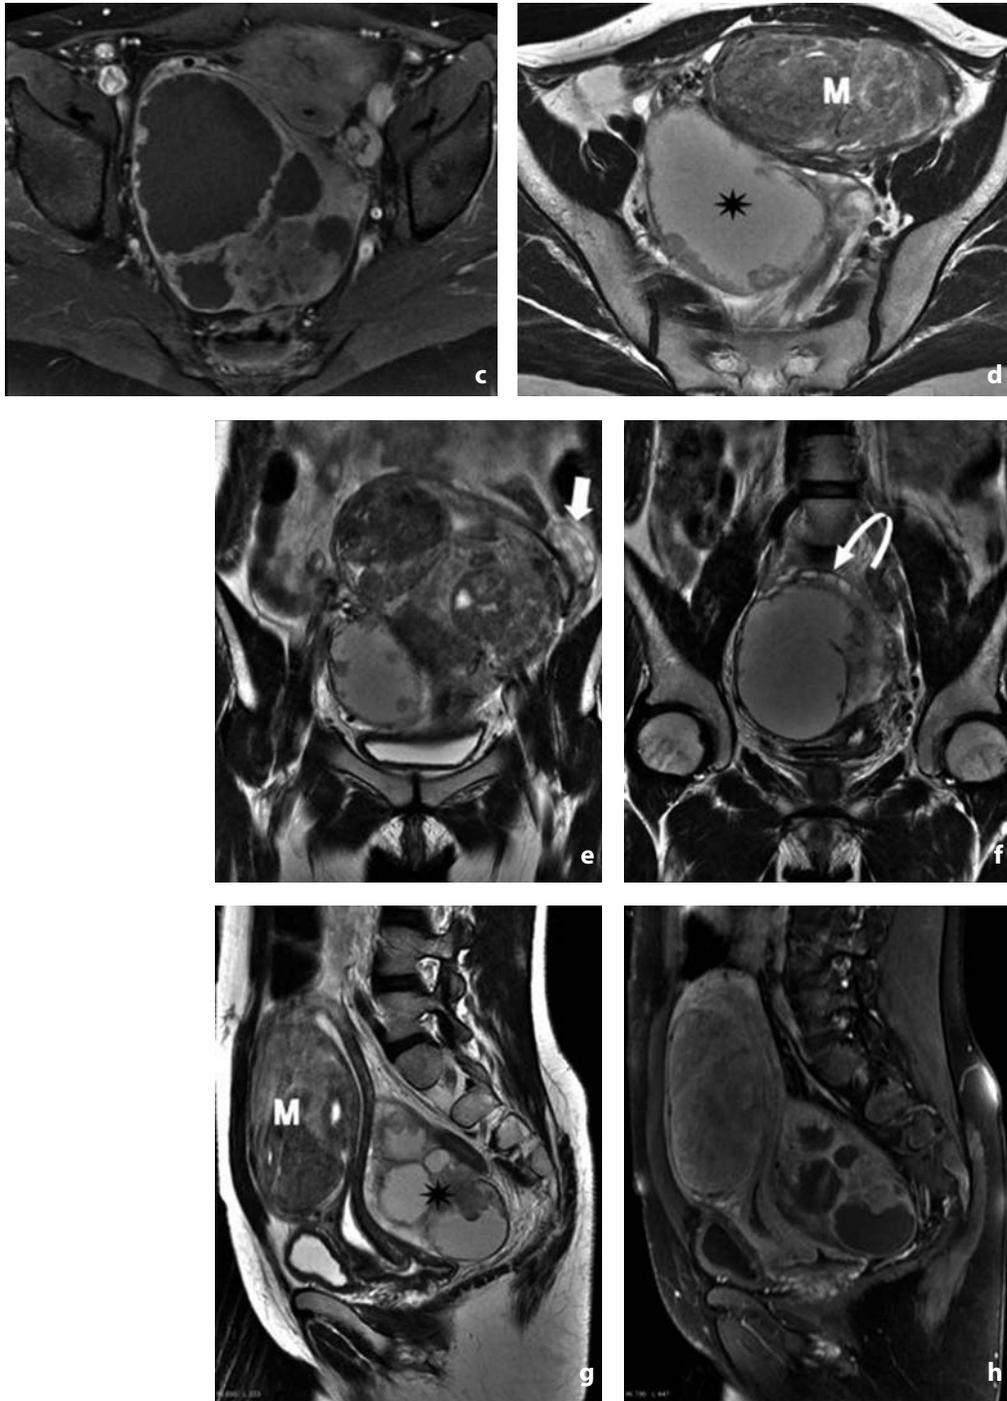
Risonanza magnetica. Adenocarcinoma a cellule chiare. a RM sequenza assiale T2 pesata: lesione espansiva annessiale destra, di 12 cm, polilobata, a contenuto fluido (asterisco) con segnale intermedio-alto, irregolari sepimentazioni interne e nodulazioni solide endocistiche ipointense (punte di freccia). Il parenchima ovarico residuo è compresso in sede antero-mediale con piccoli follicoli nel contesto. L'utero è dislocato a sinistra ed anteriormente. b Immagine assiale T1 pesata: la componente cistica mostra segnale debolmente iperintenso come per elevata concentrazione proteica mentre i setti e i noduli sono ipointensi. c Immagine assiale T1 pesata con soppressione del segnale del grasso dopo mdc: netto enhancement di sepimentazioni e noduli solidi. d Immagine assiale T2 pesata, più craniale rispetto alle precedenti: al davanti della lesione ovarica (asterisco) si apprezzano due voluminose lesioni espansive ovalari, solide e disomogenee, riferibili a miomi uterini (M). e Immagine coronale T2 pesata: l'ovaio sinistro (freccia) è dislocato cranialmente e lateralmente. f Immagine coronale T2 pesata, è meglio riconoscibile il parenchima ovarico residuo con alcuni follicoli sospinto in periferia (freccia curva). g Immagini sagittali pesate in T2 e h T1 con soppressione del grasso dopo mdc: l'utero è deformato e compresso sia dai leiomiomi (M) che dalla neoplasia ovarica (asterisco)
